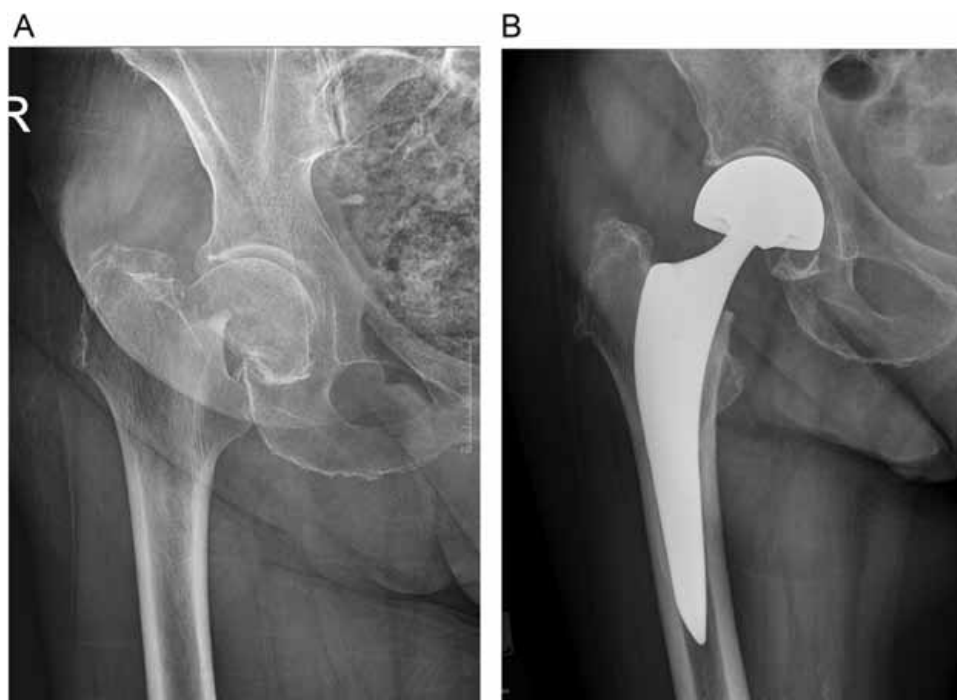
A, Preoperative X-ray. Garden Type IV intracapsular femoral neck fracture of an 81 years old female patient. B, Postoperative X-ray. Cementless metaphyseal porous coated stem with bipolar head.
